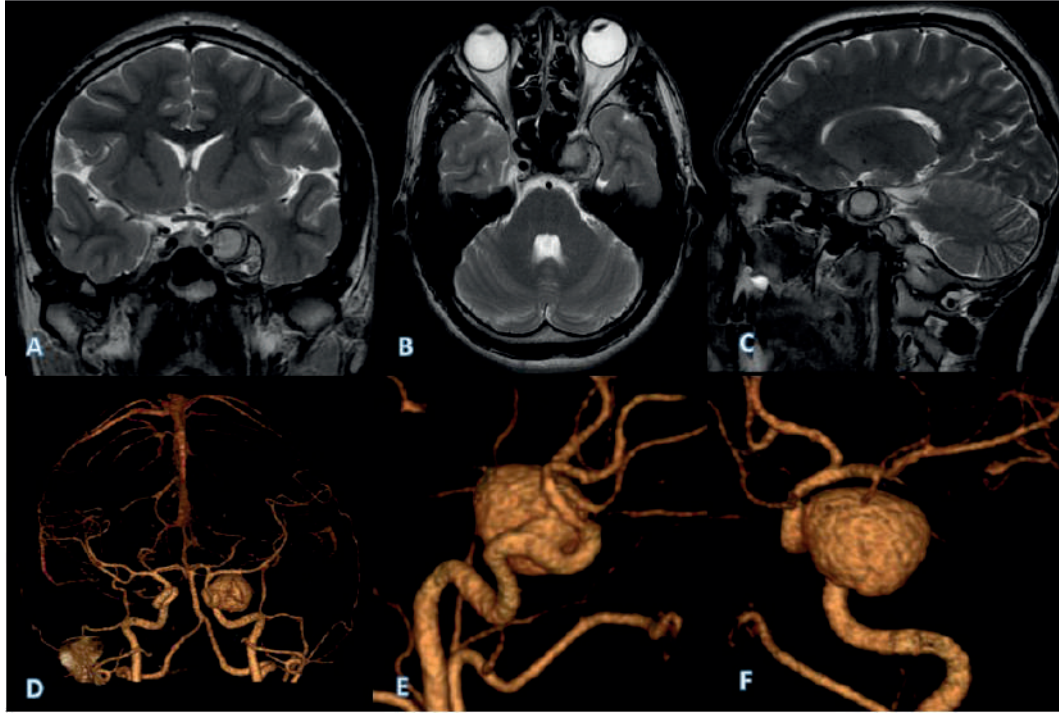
На МРТ и КТА головного мозга признаки мешотчатой аневризмы кавернозного сегмента левой ВСА (А – фронтальный снимок в T2-режиме на уровне аневризмы; В – аксиальный снимок в T2-режиме на уровне аневризмы; С – сагитальный снимок в T2-режиме на уровне аневризмы; D, E, F – 3D-реконструкция КТ-ангиографии)
